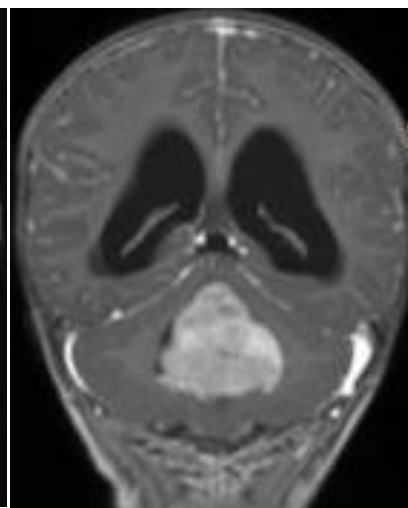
Б-ая З., и/б 392/05. МРТ головного мозга с контрастом T1 фронтальный срез: определяется опухоль червя мозжечка с распространением в 4 желудочек.
